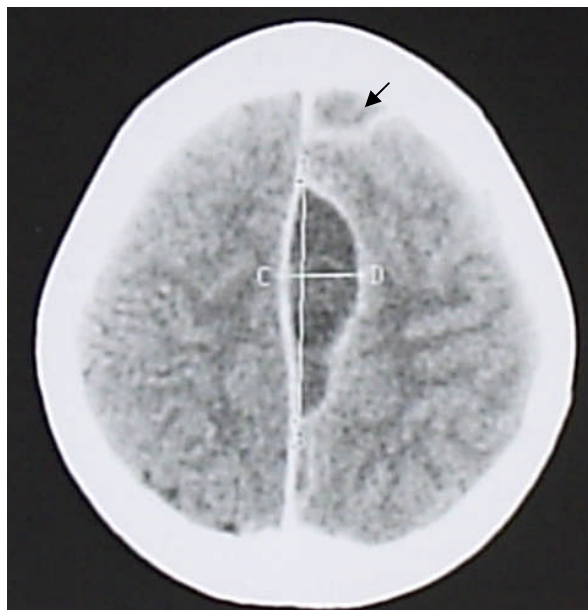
TDM coupe axiale avec PDC.
